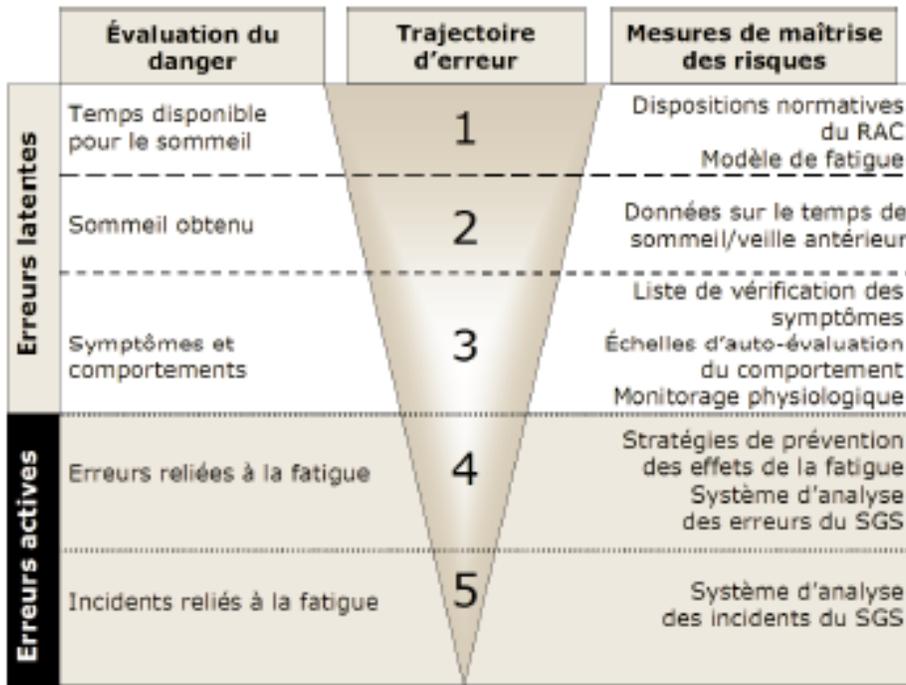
modèle de contrôle des 5 niveaux des risques liés à la fatigue (TC, 2007)
